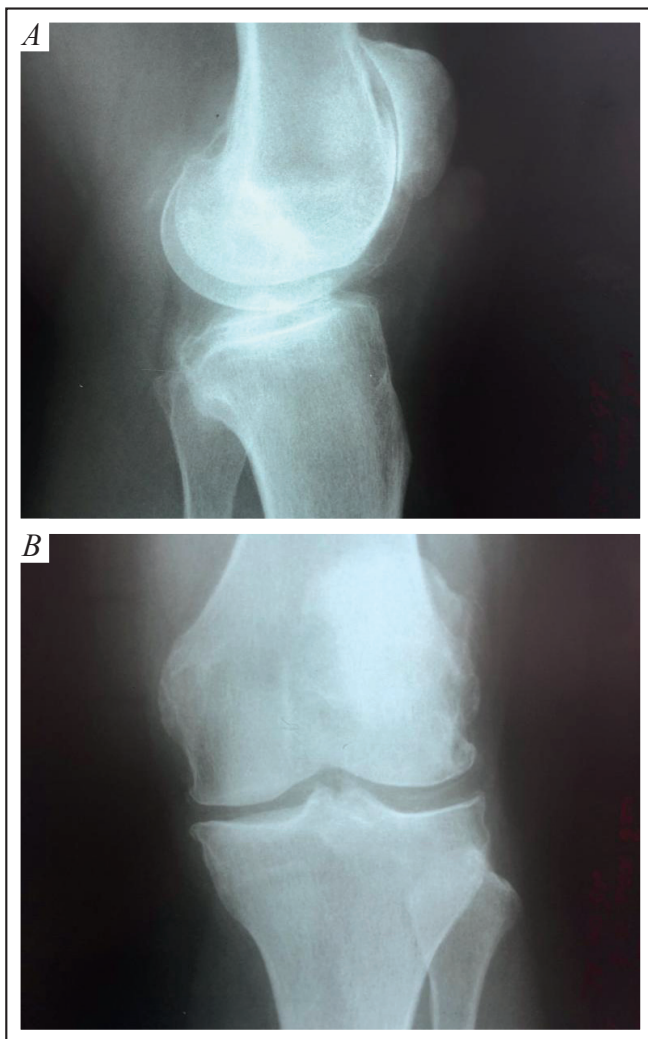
Рентгенограмма левого коленного сустава пациента с гонартрозом 2-й стадии.
